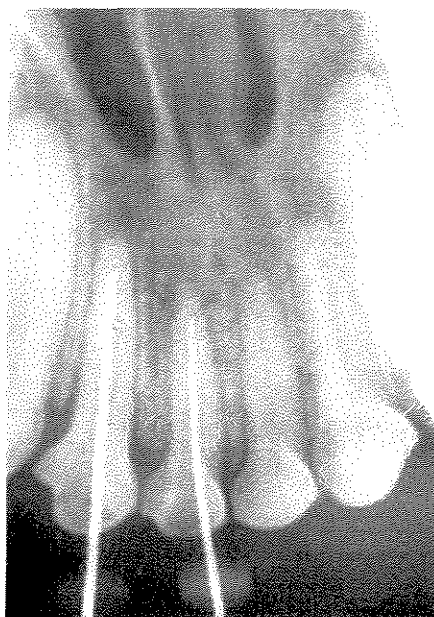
Radiografia periapical com limas endodônticas no interior de toda extensão do canal radicular até a base cementária.
